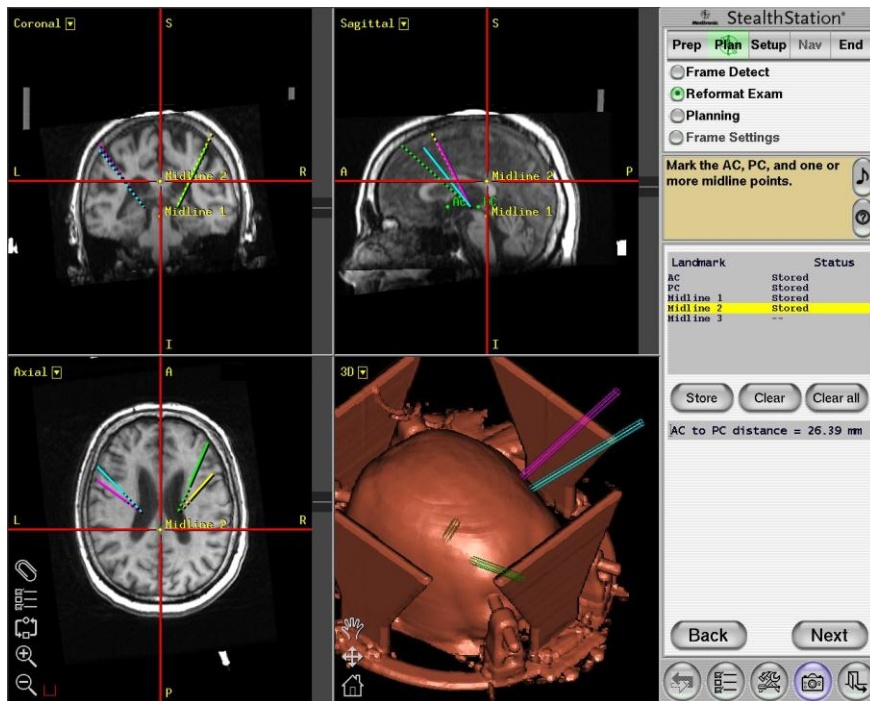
Screenshot zur fusionierten CT- / MRT-Aufnahme mit Mittellinienkoordinaten
